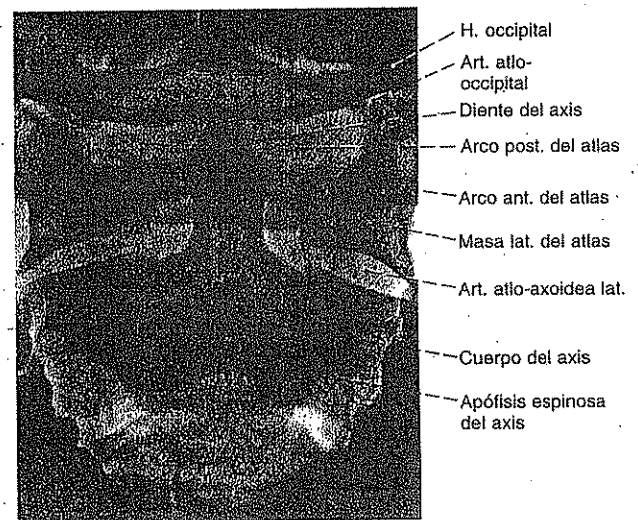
Radiografía AP de las articulaciones occipitoatloidea y atloaxoidea; posición: proyección con la boca abierta.
